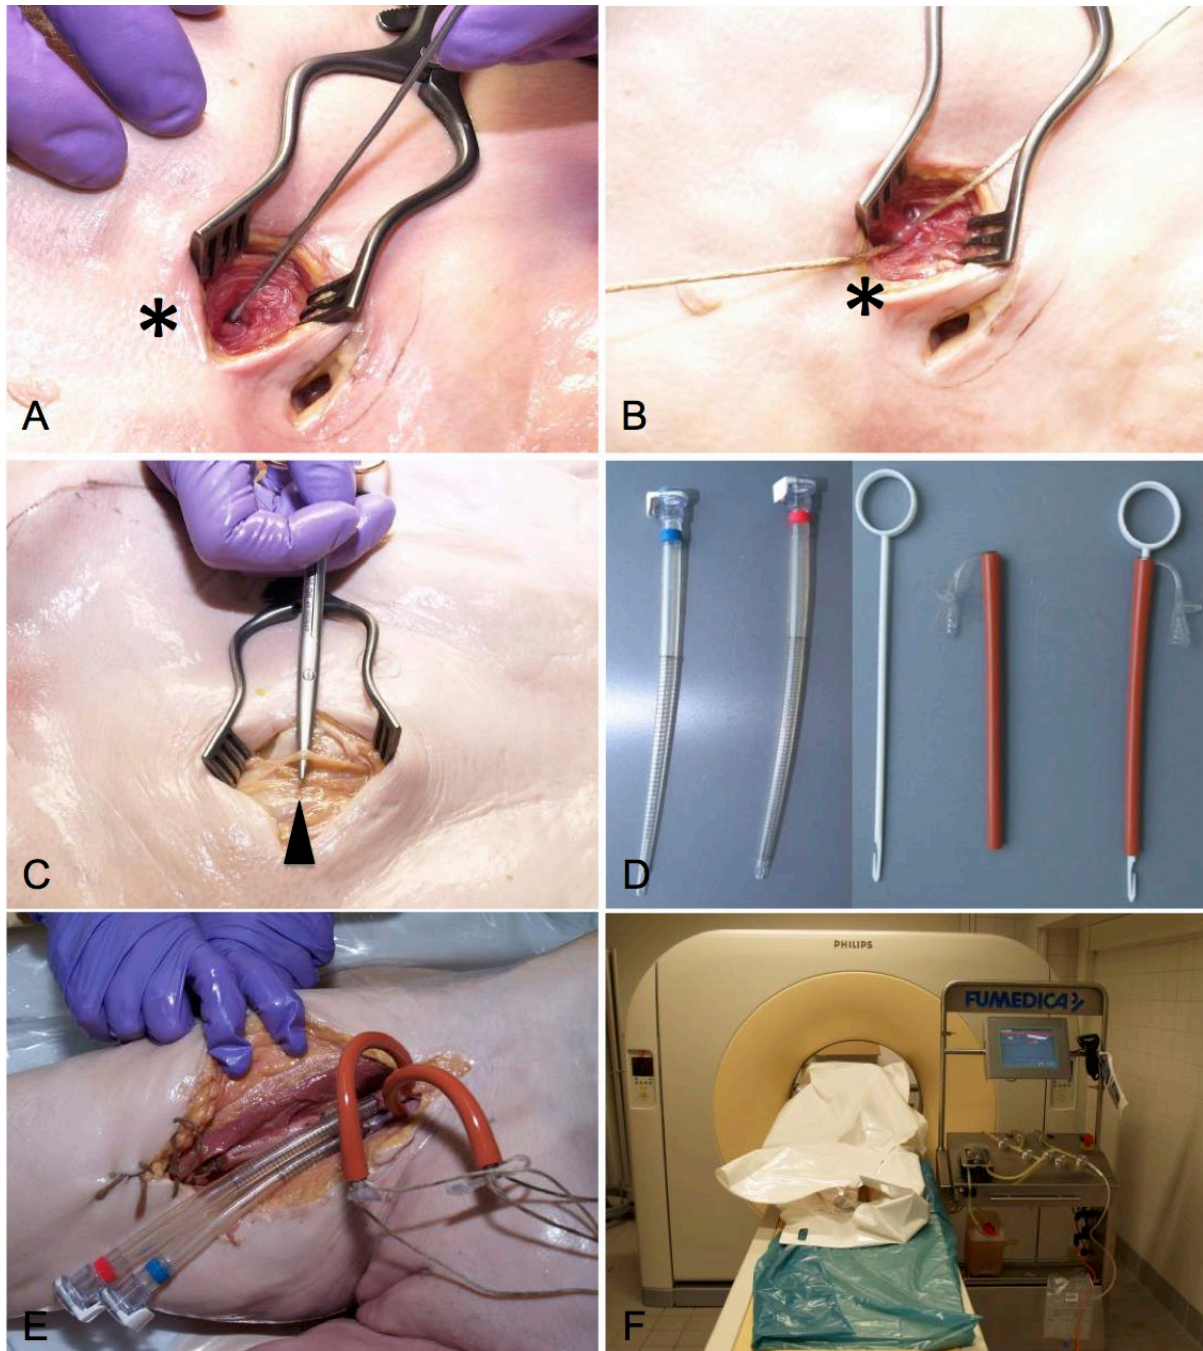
Kontrastmittel-CT des Thorax einer Thiel-fixierten 83 jährigen Körperspenderin nach Unterbinden des Stromgebietes der ITA. Im Bild (A) ist die freipräparierte ITA dargestellt (*), bevor sie mit einem Bindfaden abgebunden wird (B). Bild (C) zeigt die freipräparierte A. epigastrica sup (schwarzer Pfeil). Die im Bild (D) gezeigten Kanülen werden zur Injektion des Kontrastmittels in die A./V. femoralis dextra gelegt (E). Lagerung der Körperspenderin und Kontrastmittel-CT des Thorax (F).
